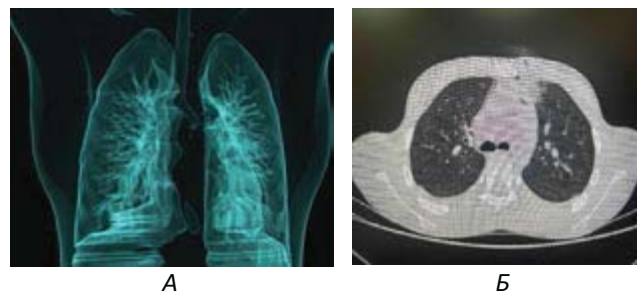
Комп'ютерна томографія: А – 3D-модель візуалізації легень; Б – на аксіальному скані КТ органів грудної порожнини в легеневому вікні виявляється вхідний отвір та рановий канал парастернально зліва з пухирцями повітря по ходу та слідами повітря в середостінні, контузія лівої легені (s3)
